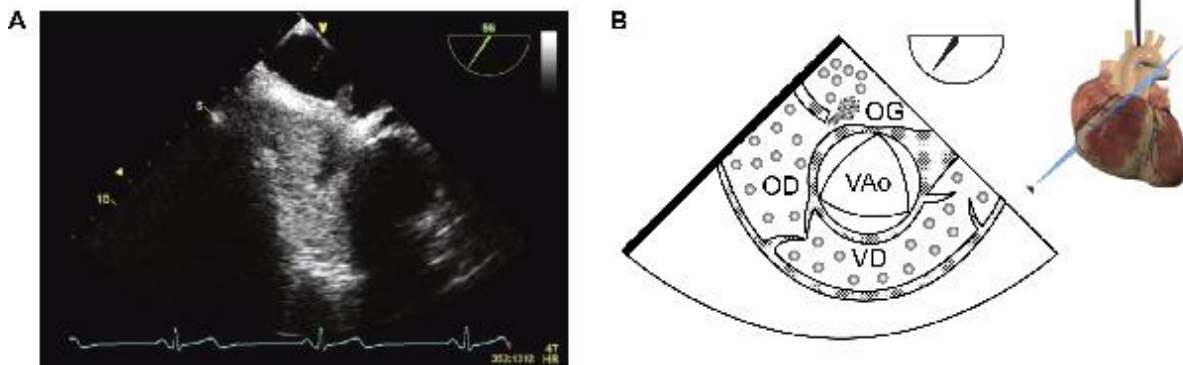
Foramen ovale perméable (A, B) Image bi-dimensionnelle mid-esophagienne obtenue à 56° pendant une étude de contraste. On note le passage de microbulles de l'oreillette droite (OD) à l'oreillette gauche (OG) après la relâche d'une manœuvre de Valsalva. Ceci confirme la présence d'un foramen ovale perméable. Abréviations: VAo, valve aortique; VD, ventricule droit. (Avec permission de Denault et coll. Transesophageal Echocardiography Multimedia Manual 2011). *
